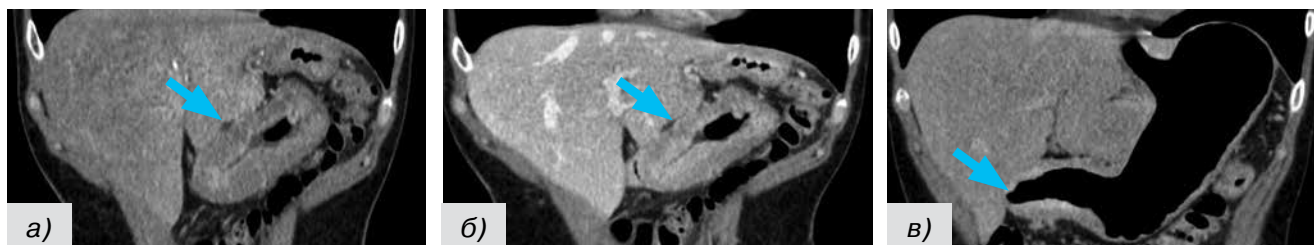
Снимки КТ, совмещенной с пневмогастрографией: диффузно-инфильтративный рак желудка с преобладанием изменений в антральном отделе, клинической глубиной инвазии T4a, диффузный тип по классификации Lauren, патоморфологически-перстневидноклеточный рак (предшествовали многократные ложноотрицательные результаты биопсии). Характерная КТ-картина в виде интрамуральной инфильтрации
